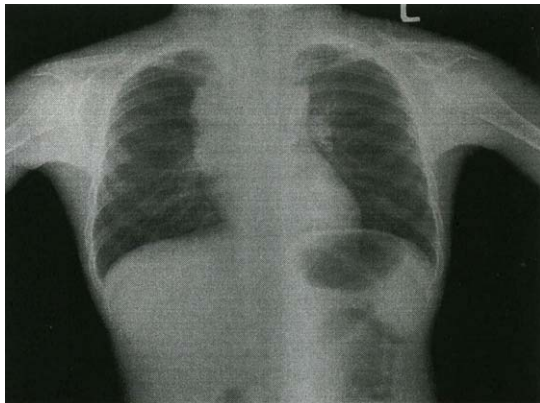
Preoperative chest X-ray shows soft tissue bulging density in right upper mediastinal area.
